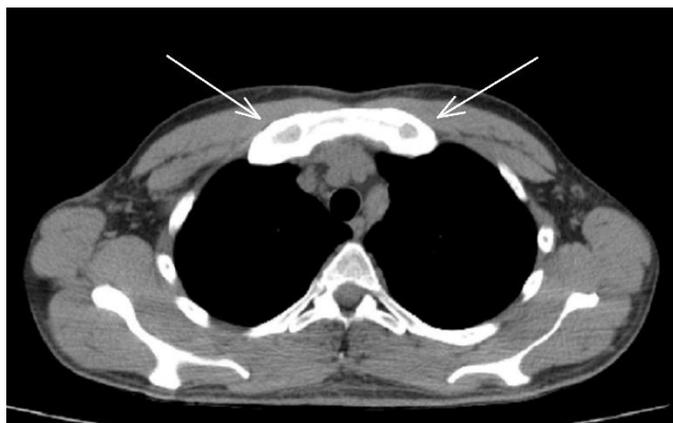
Компьютерная томография органов грудной полости: гиперостоз грудино-реберного сочленения на уровне рукоятки грудины и оссифицированных хрящевых отделов первых ребер с обеих сторон (оригинальные данные компьютерной томографии, выполненной в одной из частных клиник города)
